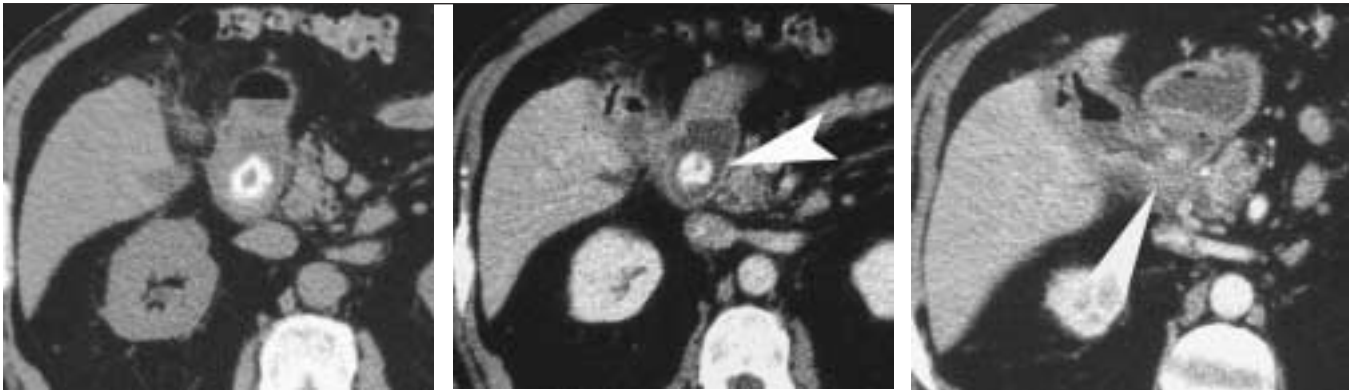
Cholecystoduodenal fistula is well depicted in CT (arrow).
